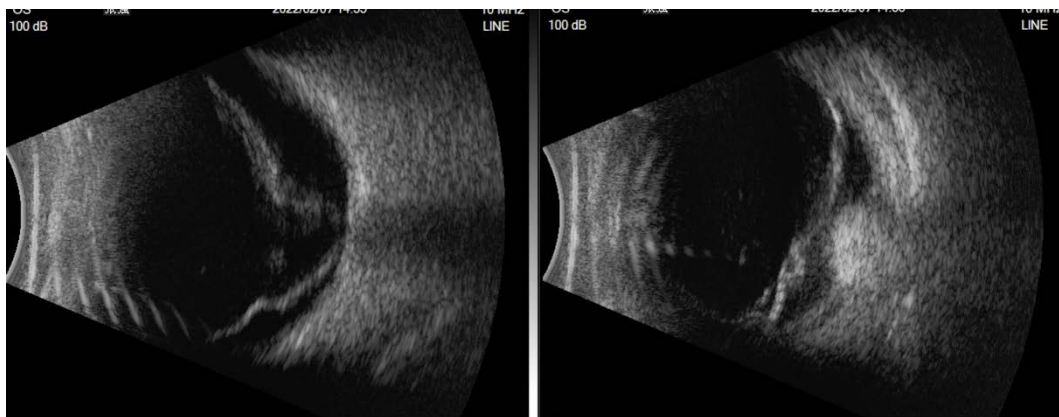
Preoperative B-mode ultrasound in left eye
